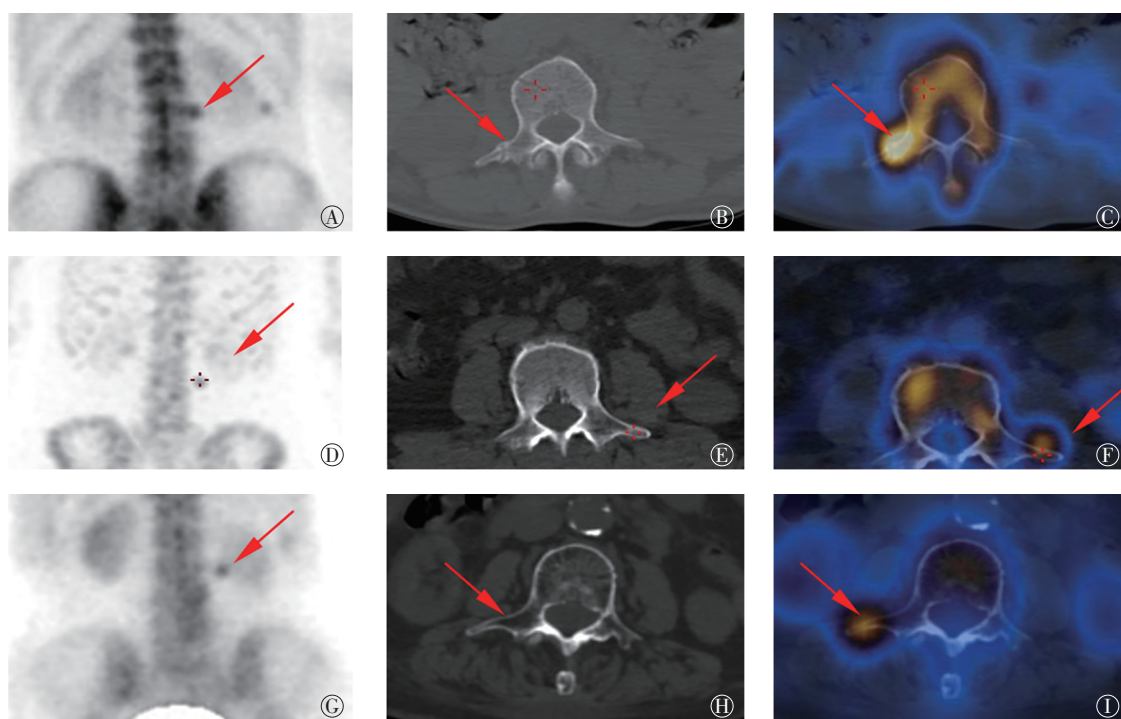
腰椎横突骨折患者的 SPECT/CT 图像 图中, A~C: 患者男性, 63 岁。A: 全身骨扫描(后位)示 L3 异常核素浓聚(箭头示); B: CT 示 L3 右侧横突骨皮质不连续, 见线样低密度影, 骨痂形成(箭头示); C: SPECT/CT 示 L3 右侧横突核素异常浓聚处骨皮质不连续, 可见骨痂形成(箭头示)。D~F: 患者女性, 58 岁。D: 全身骨扫描(前位)示 L3 异常核素浓聚(箭头示); E: CT 示 L3 左侧横突见线性密度影, 未见骨痂形成(箭头示); F: SPECT/CT 示 L3 左侧横突核素异常浓聚处骨皮质不光整, 髓腔内见线样密度影, 未见骨痂形成(箭头示)。G~I: 患者男性, 73 岁。G: 全身骨扫描(后位)示 L3 异常核素浓聚(箭头示); H: CT 示 L3 右侧横突骨皮质连续, 髓腔内未见异常密度影(箭头示); I: SPECT/CT 示 L3 右侧横突核素异常浓聚处骨皮质连续, 髓腔内未见异常密度影(箭头示)。
